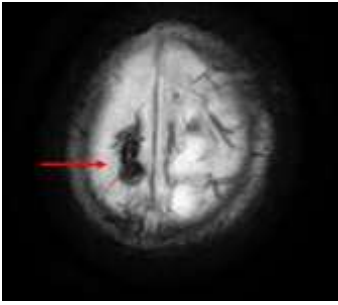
L'IRM (séquence de susceptibilité magnétique) confirme la rupture de veines ponts en montrant une image dite « en têtard » (flèche) à la convexité.
